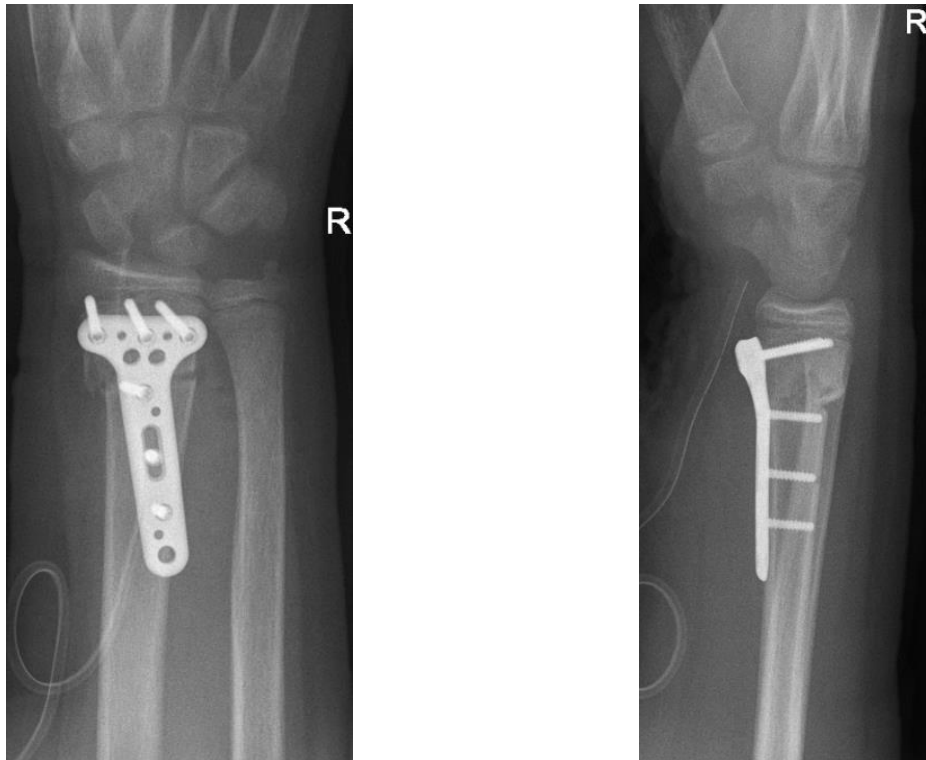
Schraubenplatzierung bei einer palmaren, winkelstabilen Radiusplatte (Aptus, Fa. Medartis, Basel/Ch) bei einer metaphysären distalen Radiusfraktur, 13 Jahre, männlich, Röntgenaufnahme aus eigenem Patientengut.
